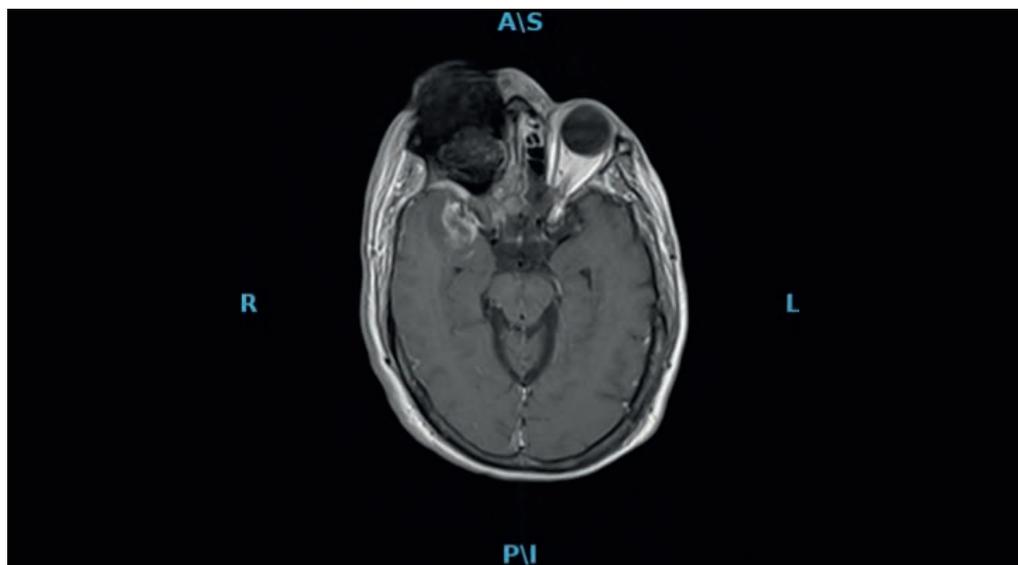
Magnetic resonance imaging of the skull showing soft tissue opacification of the sinuses with extension of necrosis to the orbital zone (which causes hypointensity).
